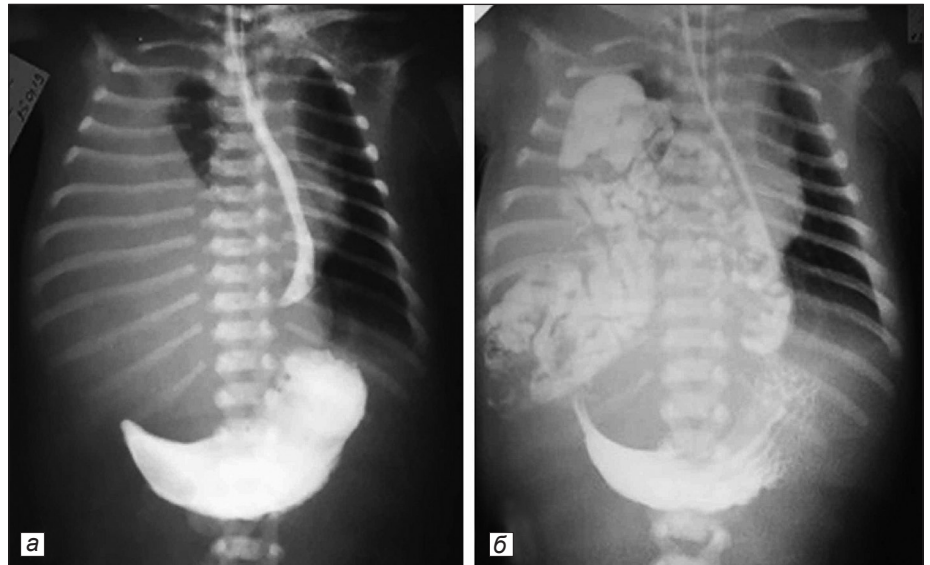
Рентгеноконтрастное исследование желудочно-кишечного тракта: а – гомогенное затемнение правого гемиторакса; б – в правой плевральной полости контрастируются кишечные петли.
